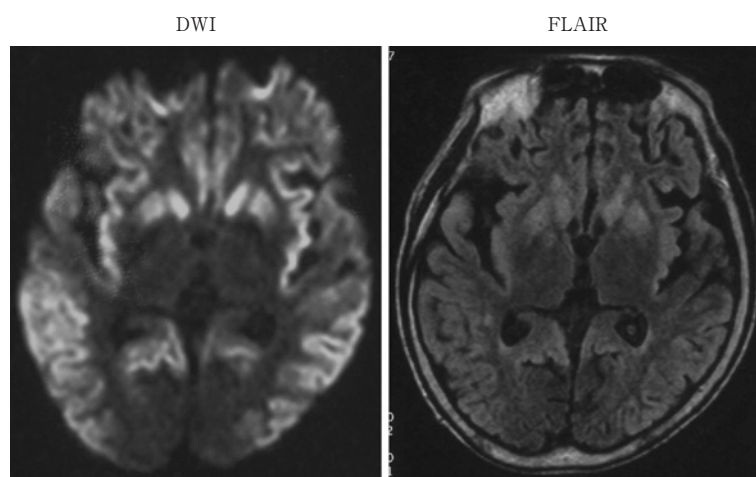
Brain MRI of familial CJD (V180I) patient. DWI of MRI demonstrated remarkable high-intensity with swelling in the cerebral cortex except for the medial regions, posterior to the parieto-occipital sulci and near the central sulci.
